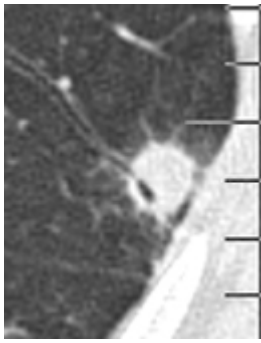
Standard-Dosis-CT: periphere pilztypische Konsolidierung mit diskretem Halozeichen
